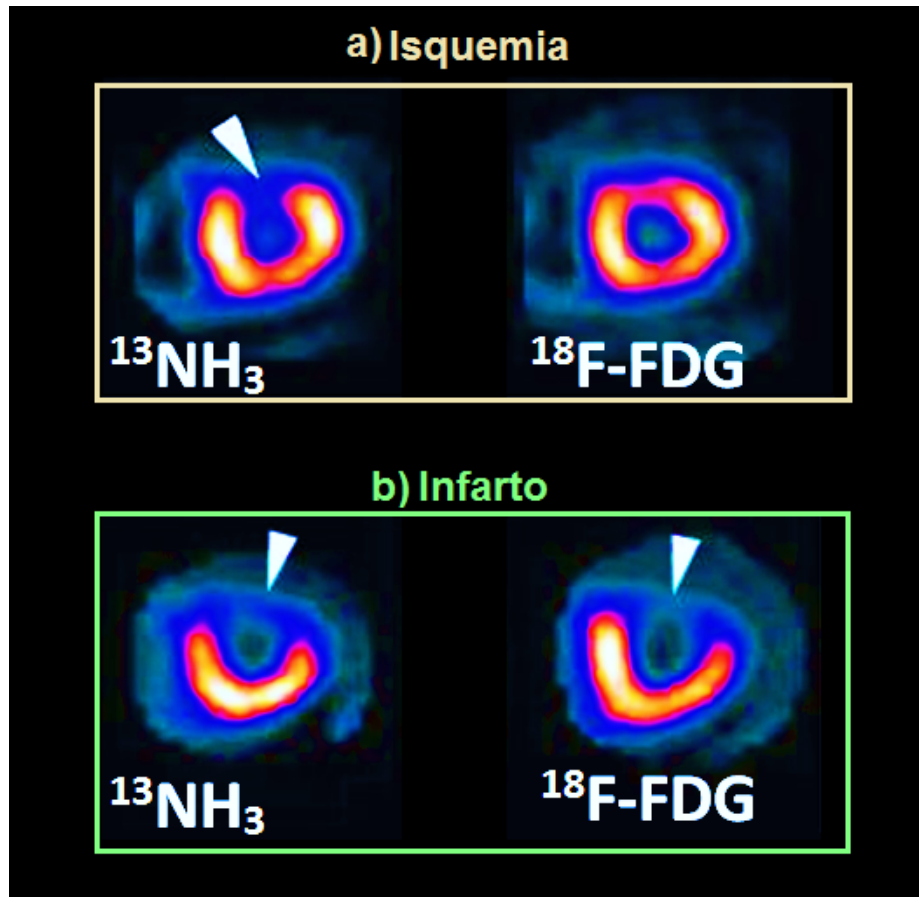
PET Cardiológico. En (a) y (b) el estudio con $^{13}\text{NH}_3$ (de flujo) exhibe un defecto frío (flecha) que se corrige en (a) el estudio con $^{18}\text{F-FDG}$ (metabolismo) indicando que la zona conserva vitalidad pese al déficit de perfusión. Sin embargo, para (b) en el estudio con $^{18}\text{F-FDG}$ se repite el efecto frío, tratándose de un territorio sin vitalidad e irrecuperable (con necrosis) [17].
